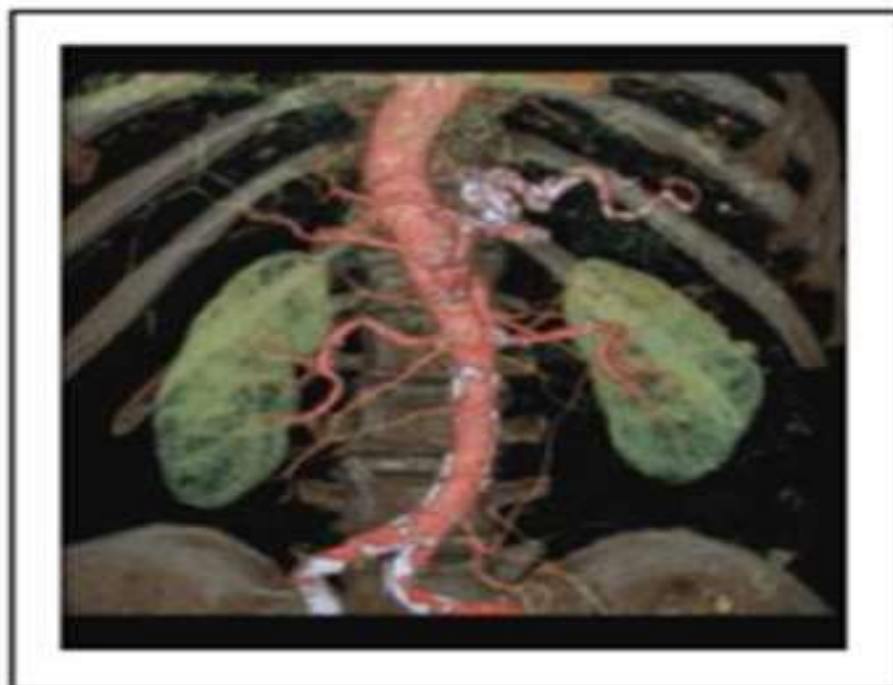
TDM rénale : Reconstruction frontale 3D centrée sur le pédicule rénal
